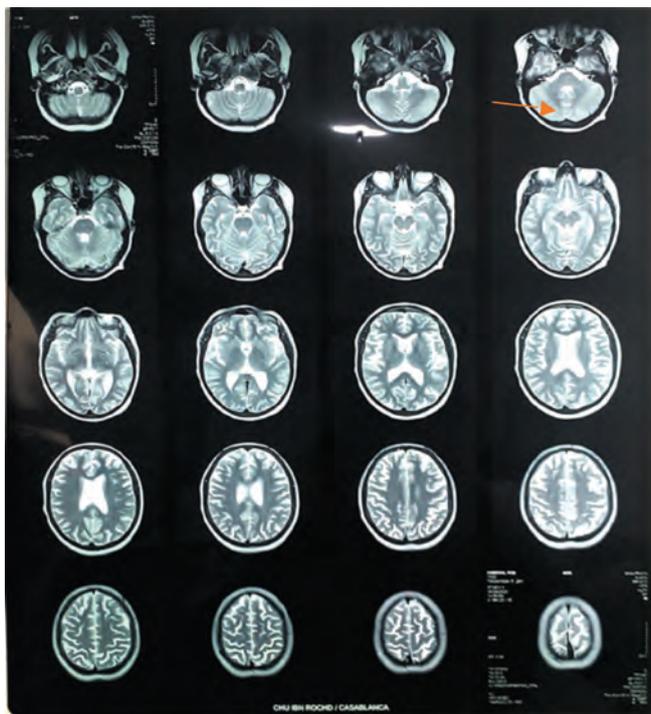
IRM de contrôle après 12 mois de traitement
